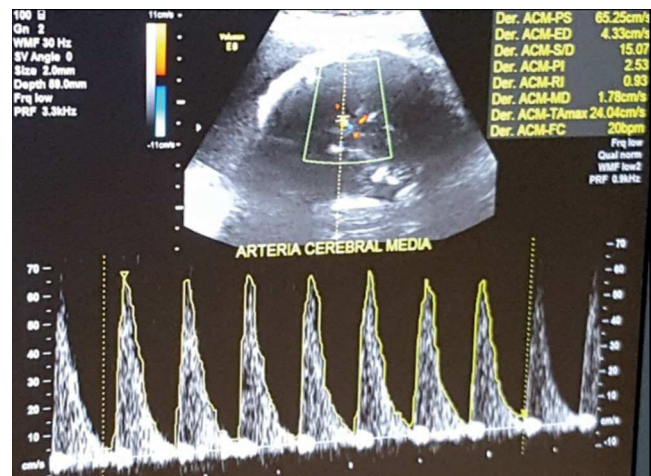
Ultrasonido Doppler; arteria cerebral media (ACM) fetal, con velocidad de pico sistólico de 65.25cm/seg corresponde a una hemoglobina fetal de 7.1gr/dl (0.55MoM), anemia severa.
